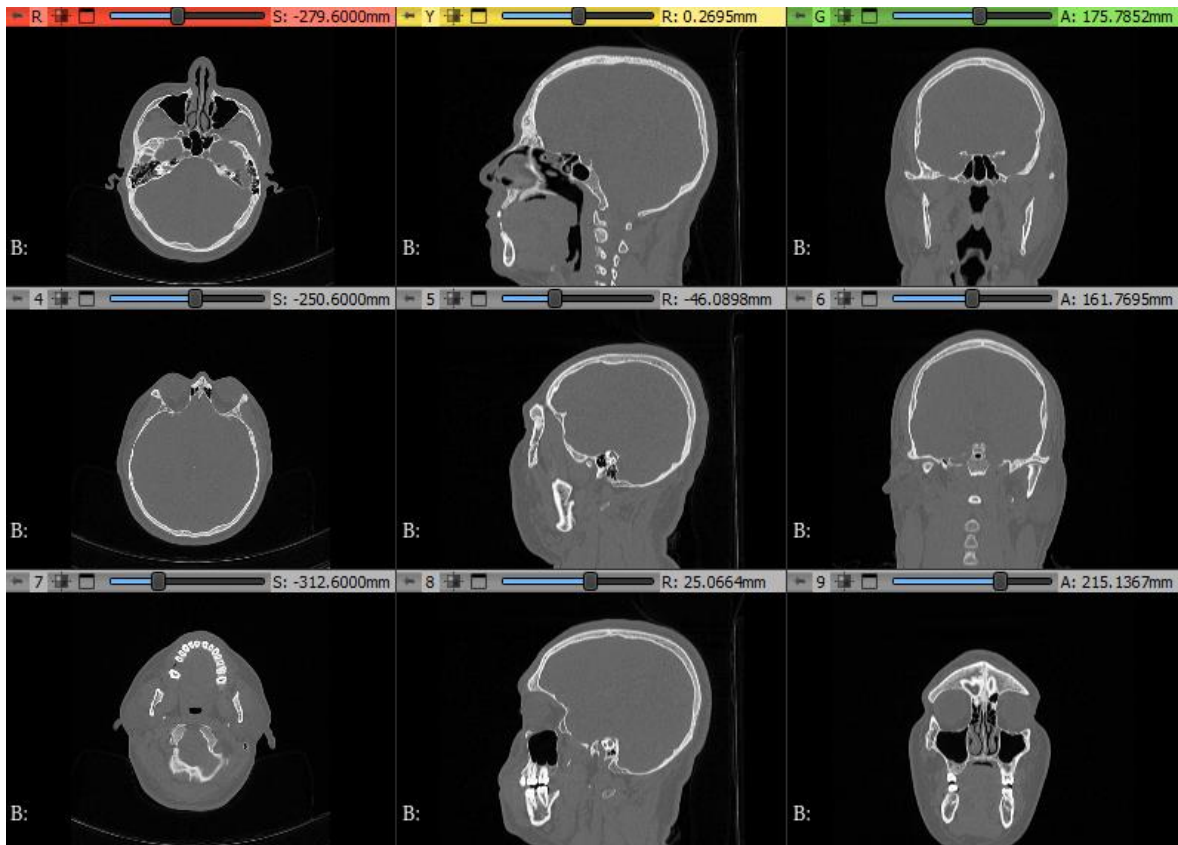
Variedad de cortes de una misma tomografía computarizada visualizada en sus tres planos: axial (rojo), coronal (verde) y sagital (amarillo).
